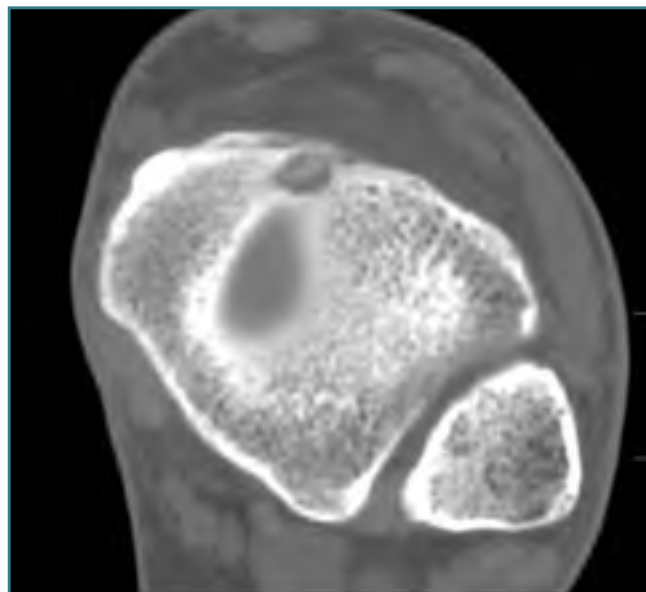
Paciente de 27 años, con dolor nocturno que remite con aspirina y AINE. Imagen TC axial: Pequeña lesión cortical radioluciente, bien definida, en margen anterior de la epífisis tibial, con calcificación central, que es diagnóstica del llamado nidus de este tumor.
